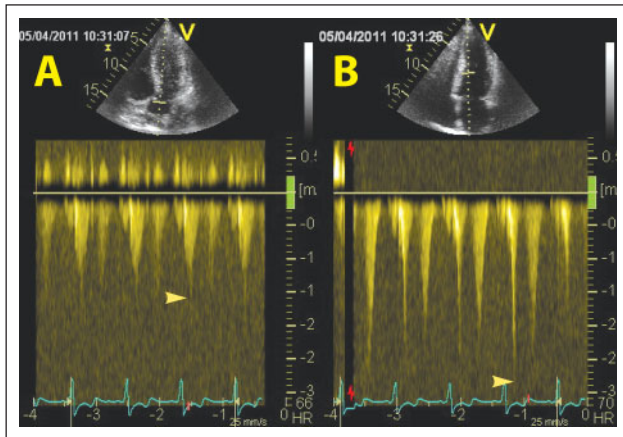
cw-Doppler im LVOT mit normaler Geschwindigkeit von 1,5 m/s (A) und mittventrikulär (B) mit gering erhöhter Geschwindigkeit von 2,5 m/s als Hinweis auf eine geringfügige mittventrikuläre Obstruktion.
